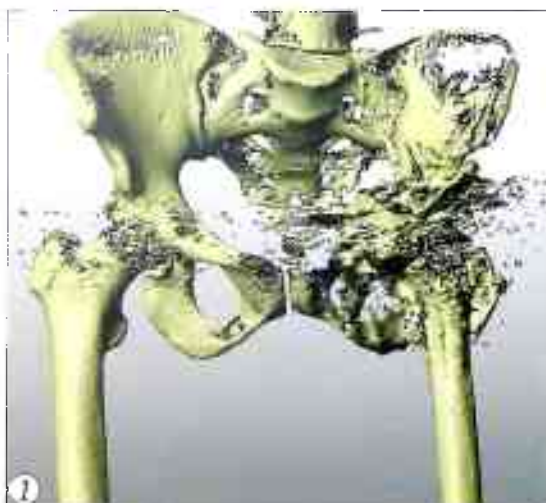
Объемное изображение костей таза и тазобедренных суставов в формате STL, полученное в результате реконструкции МСКТ.
